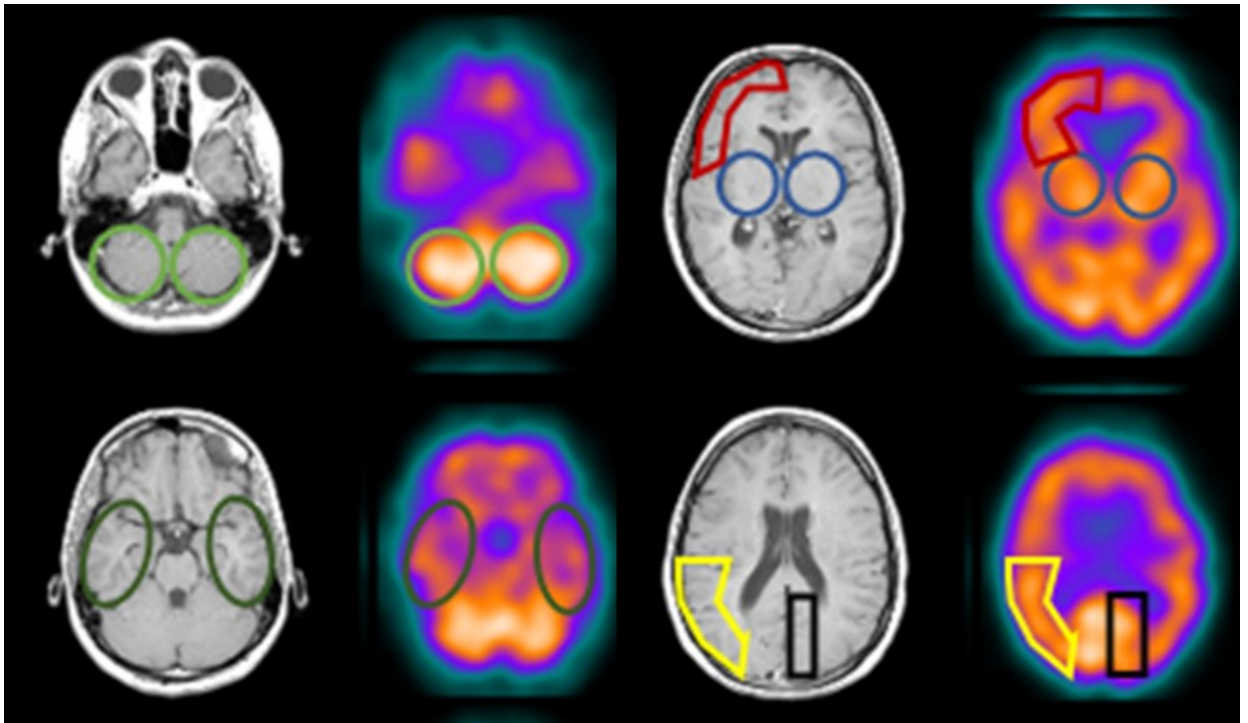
Расположение областей интереса для оценки рМК при нейродегенеративных заболеваниях. В левом столбце - МР-томограммы головного мозга в аксиальной плоскости, в правом столбце - соответствующие им по уровню перфузионные ОФЭКТ-томограммы. Салатовым цветом указана область интереса, соответствующая мозжечку, тёмно-зелёным – височным долям, красным – лобным долям, жёлтым – теменным долям, чёрным – затылочным долям, синим – базальным ядрам.
